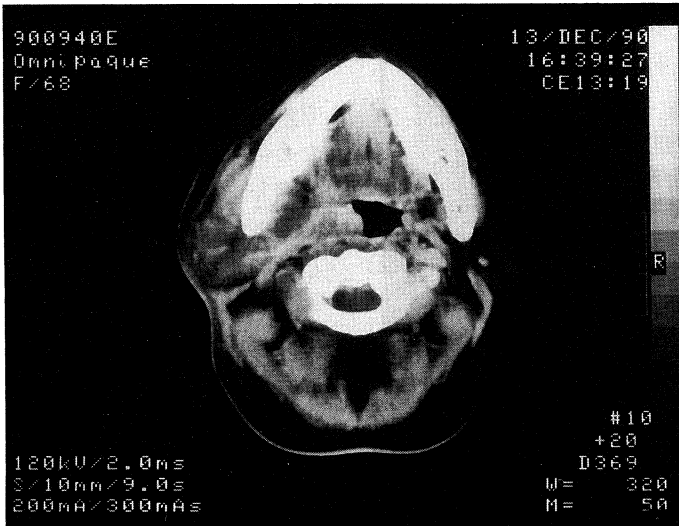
A CT scan of Dec 13 th
